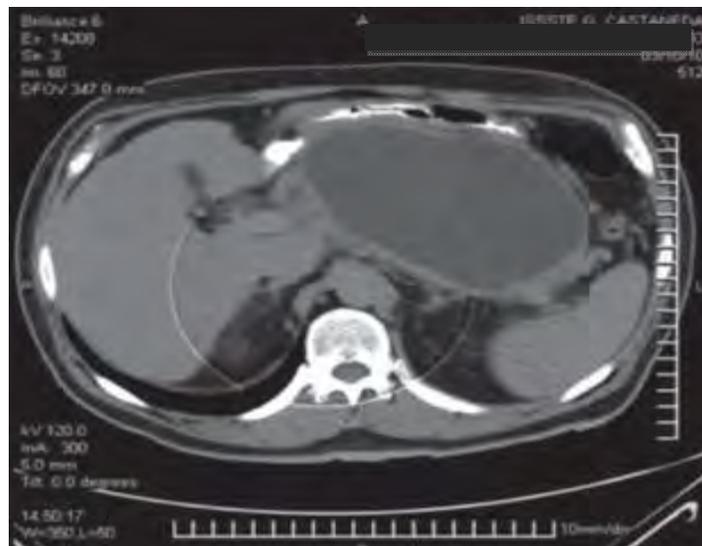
TAC abdominal pre quirúrgica en la que puede observarse –en el epigastrio– un tumor con contenido homogéneo, que mide 145 X 90 mm, depende del páncreas y tiene una pared de 5 mm.
